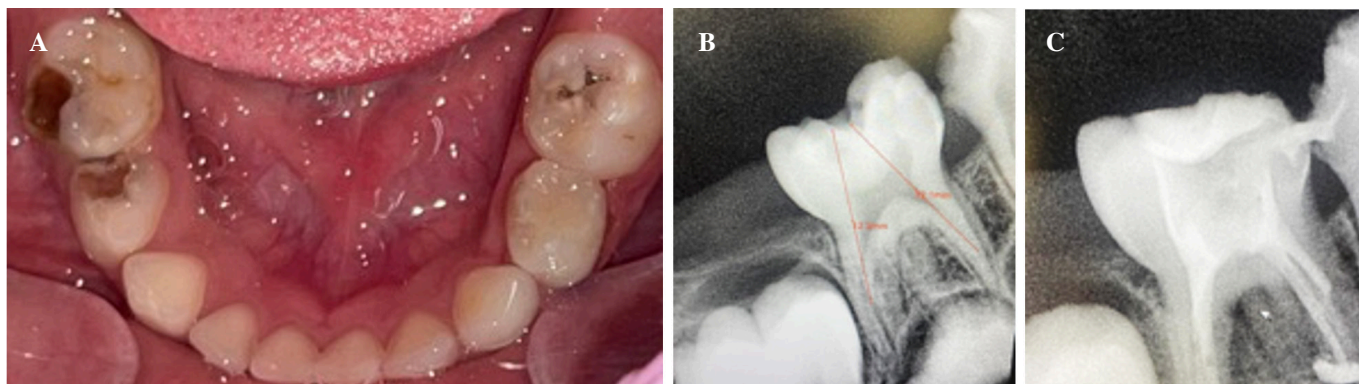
Caso clínico 1. A. Fotografía intrabucal inicial. B. Radiografía periapical inicial. C. Radiografía periapical control inmediato de primera obturación.
